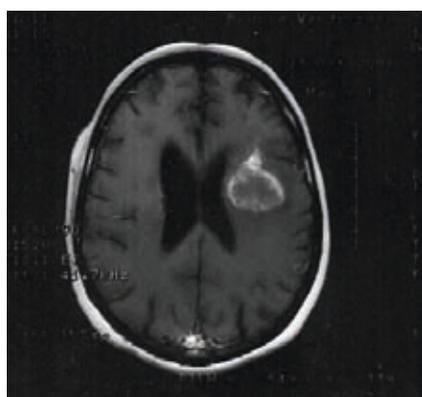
RM CE realizada durante o internamento no Serviço de Medicina.
